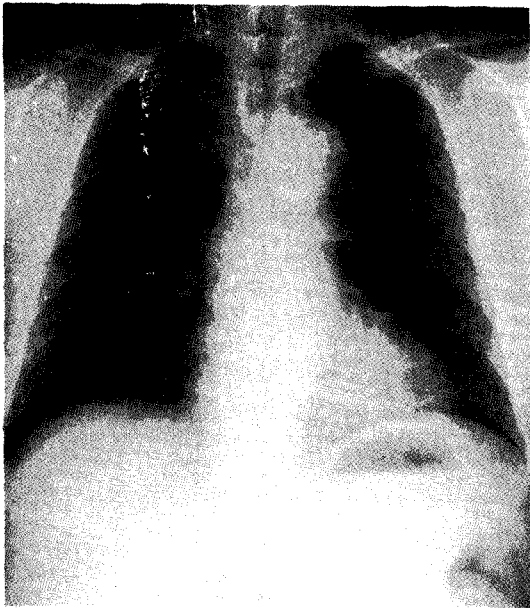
Chest PA and CT after 8 weeks of therapy show markedly decreased lesion.
